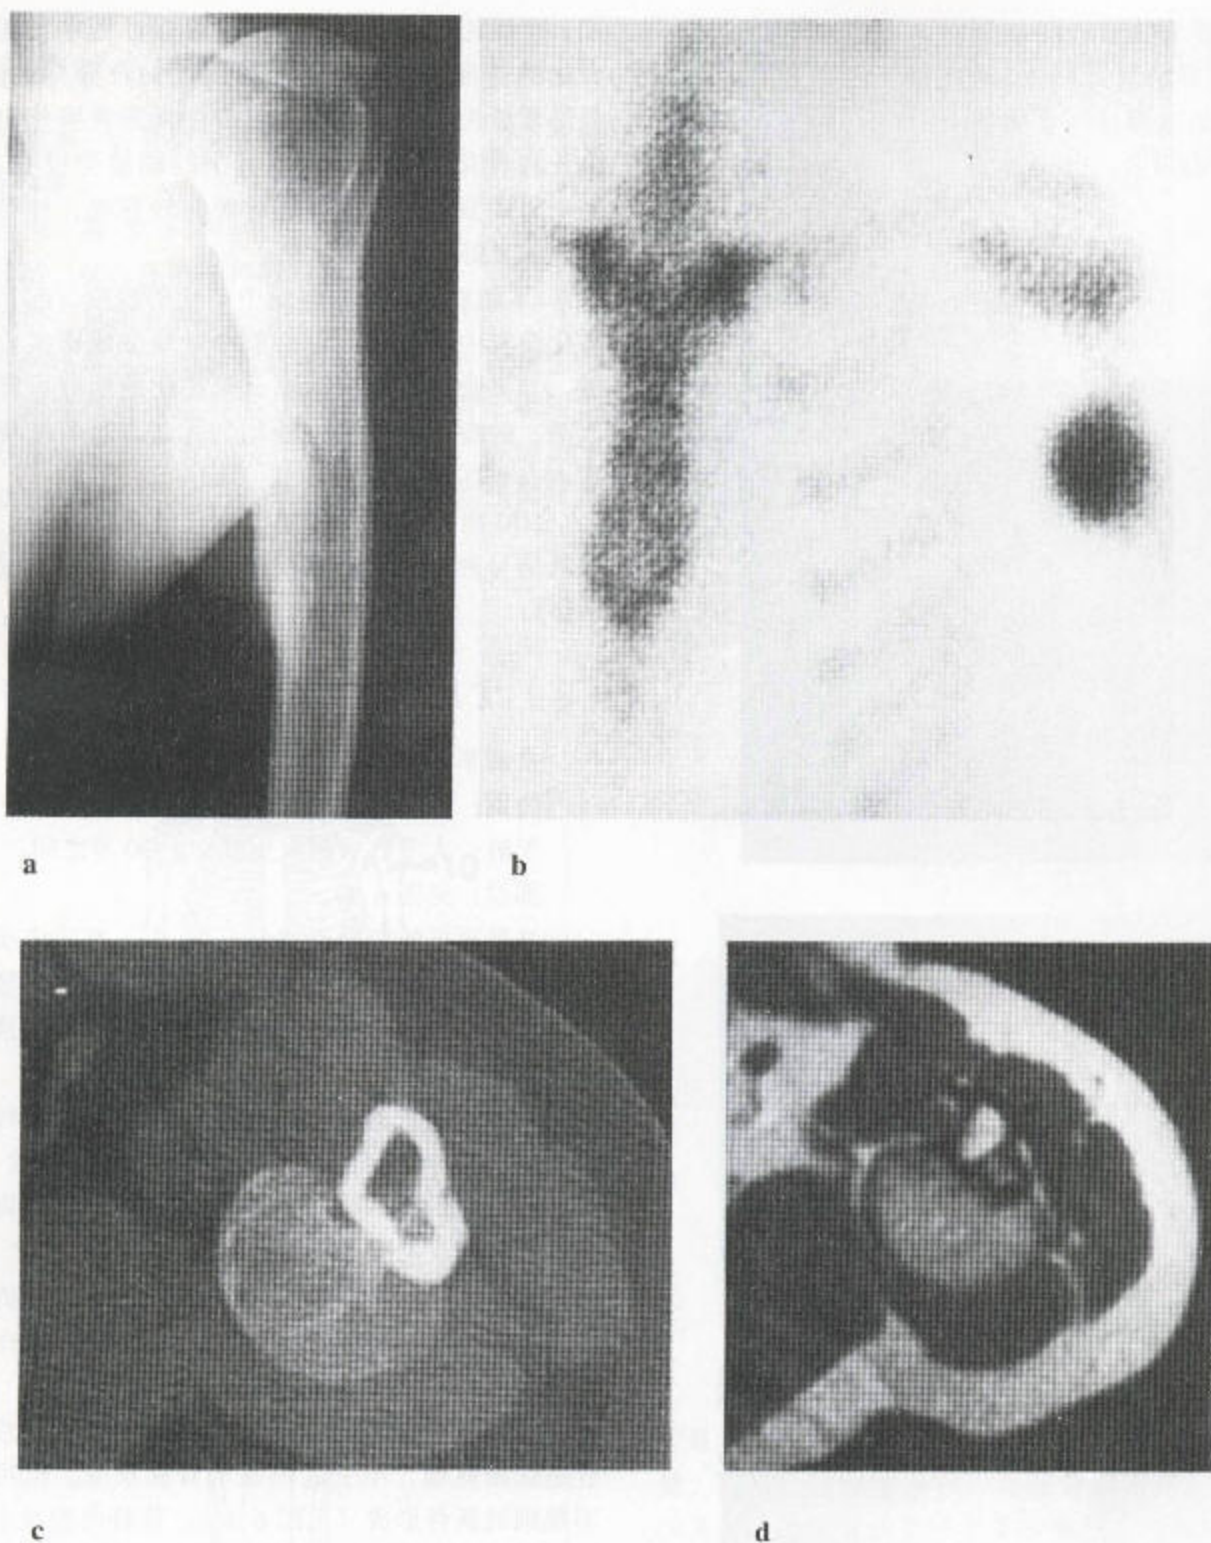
骨旁骨肉瘤 (a) 该平片示肱骨干上段和中段内侧的皮质广泛增厚。(b) 放射性同位素骨扫描显示一相当局灶的摄取增加, 该增加灶对应于那张平片上所看到的那个软组织块, 该块在此骨性增厚区的内侧。(c) CT 扫描显示有一轻微矿化、略高衰减、边缘光滑、基于皮质的软组织块。(d) 轴位 T_1 加权 MR 序列显示有一界限清楚、被覆皮质的软组织块, 位于肱骨后方及平片所示的软组织块区域内, 属中等信号强度, 对应于 CT 扫描中所见的不清楚的矿化区。
